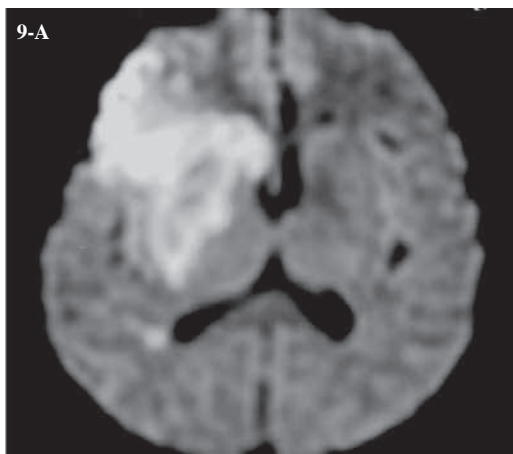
Secuencia DWI, paciente con extenso infarto agudo del territorio superficial y profundo de la arteria cerebral media (ACM) derecha, con leve hiposeñal del núcleo lenticular sugestivo de transformación hemorrágica
